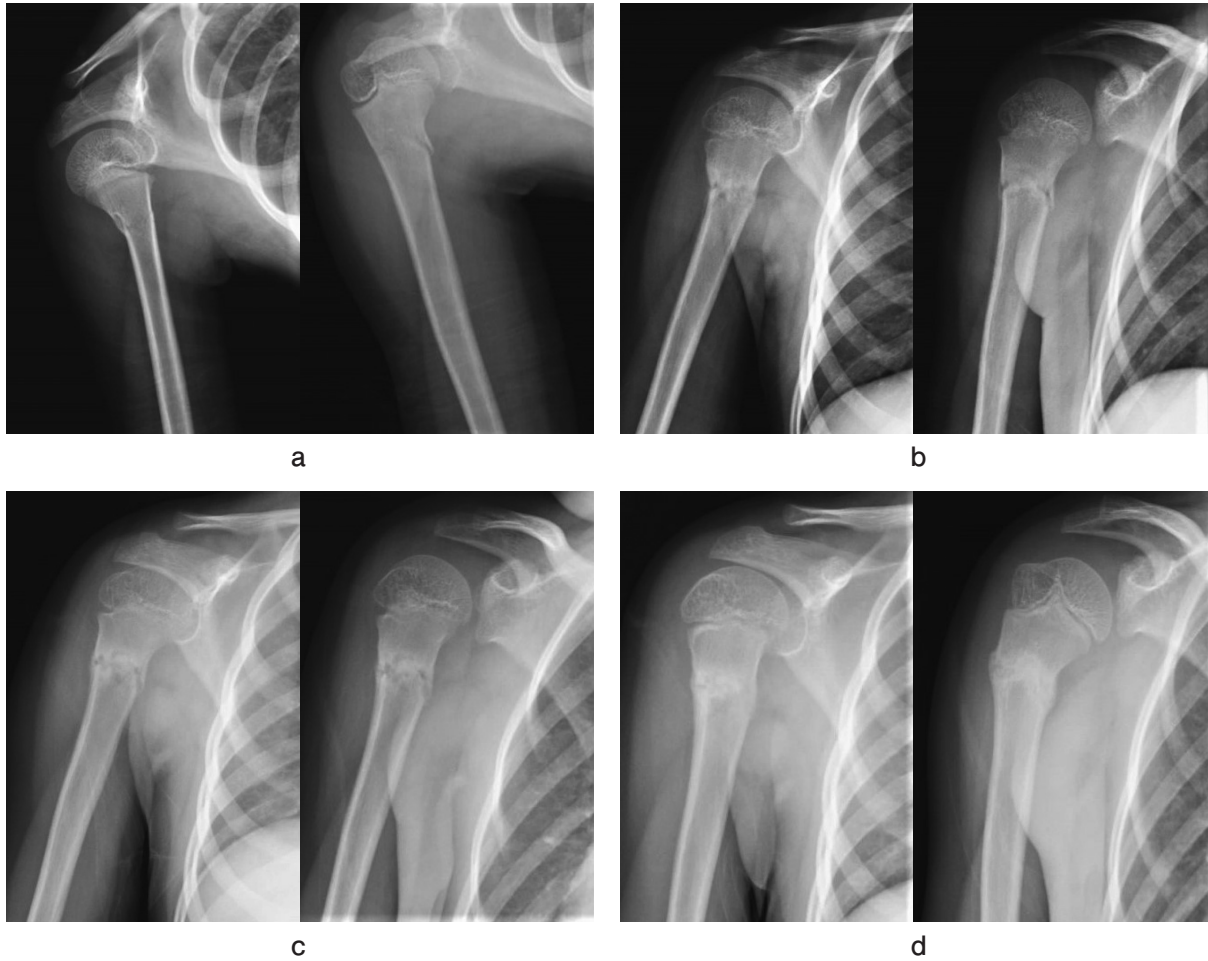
単純X線像 a. 初診時 b. 3週間後 c. 5週間後 d. 8週間後
